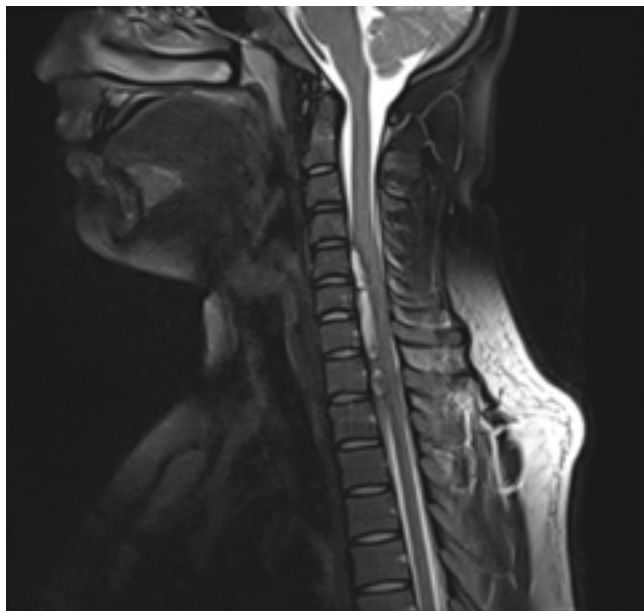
Saggital T2-weighted MRI of the cervicothoracic lesion. The extramedullary hematoma is extended from C4 to Th3.
